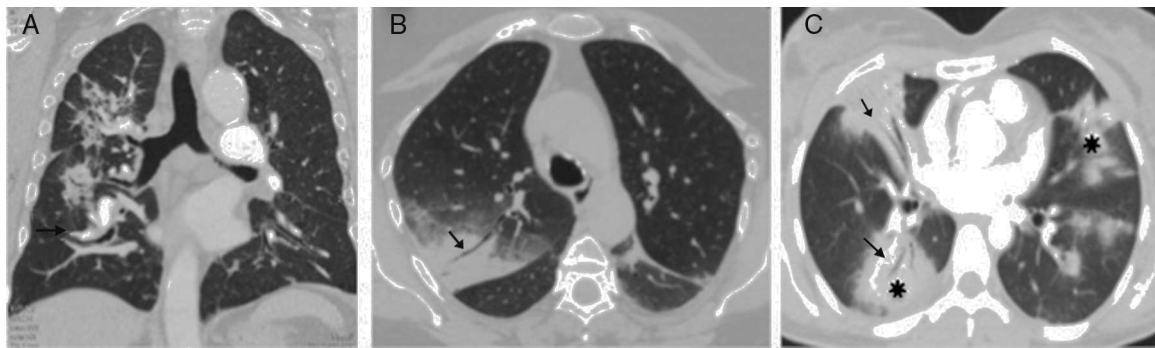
Opacidades alveolares en la neumonía organizativa. A) Reconstrucción coronal de tomografía computarizada de tórax, opacidades alveolares con consolidaciones parcheadas en hemitórax derecho. Se observan leves dilataciones bronquiales cilíndricas asociadas (flecha curva). B) Ocupación del espacio aéreo, que presenta áreas de atenuación en vidrio deslustrado y de consolidación, con broncograma aéreo (flecha negra). C) Consolidaciones parcheadas bilaterales, con broncograma aéreo (flecha negra). Áreas de incremento homogéneo de la atenuación del parénquima pulmonar (consolidaciones) que impide ver los vasos subyacentes (estrellas negras).
